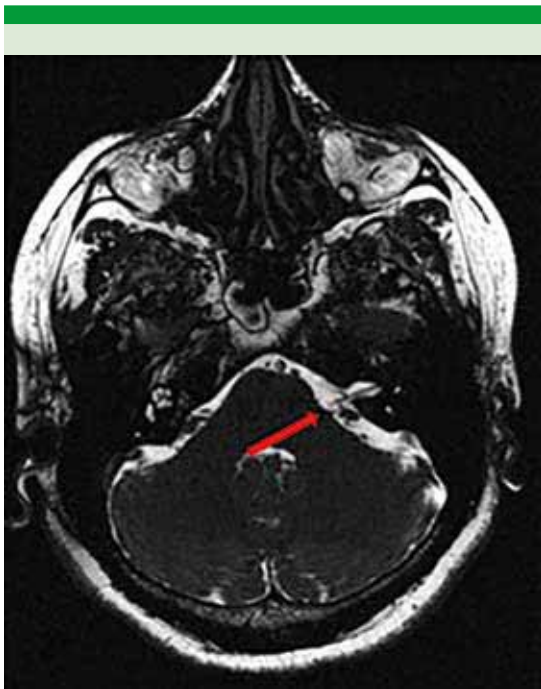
Resonancia magnética secuencia FIESTA que muestra asa vascular en la porción cisternal del complejo VII-VIII izquierdo.
